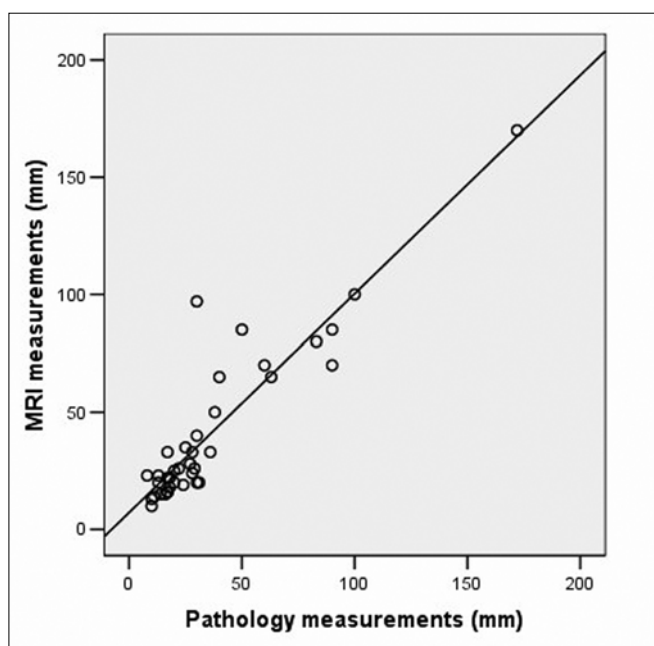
The correlation of the tumor's size on magnetic resonance imaging with final pathology.
